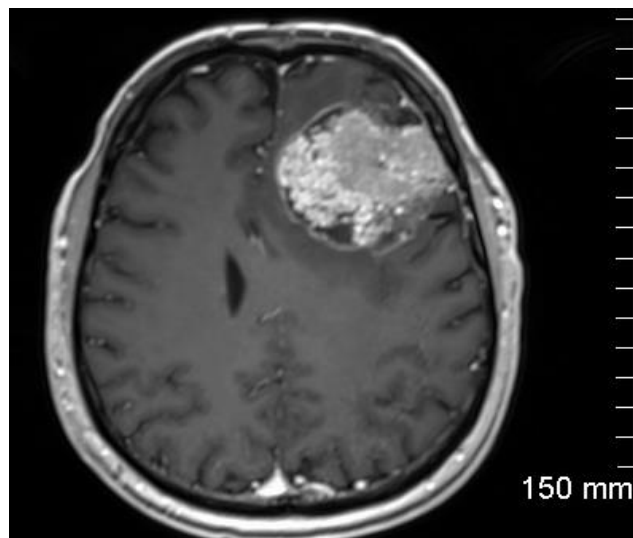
Visualisation d’une tumeur cérébrale par la technique d’IRM (service de neurologie du CHU de Poitiers)
